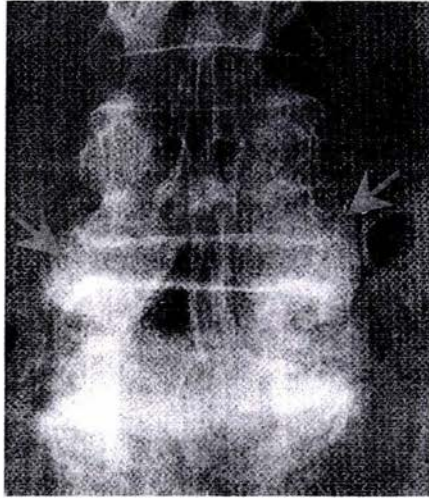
Radiografía anteroposterior (AP) que muestra osteofitos en el nivel L4-L5 (flechas)
